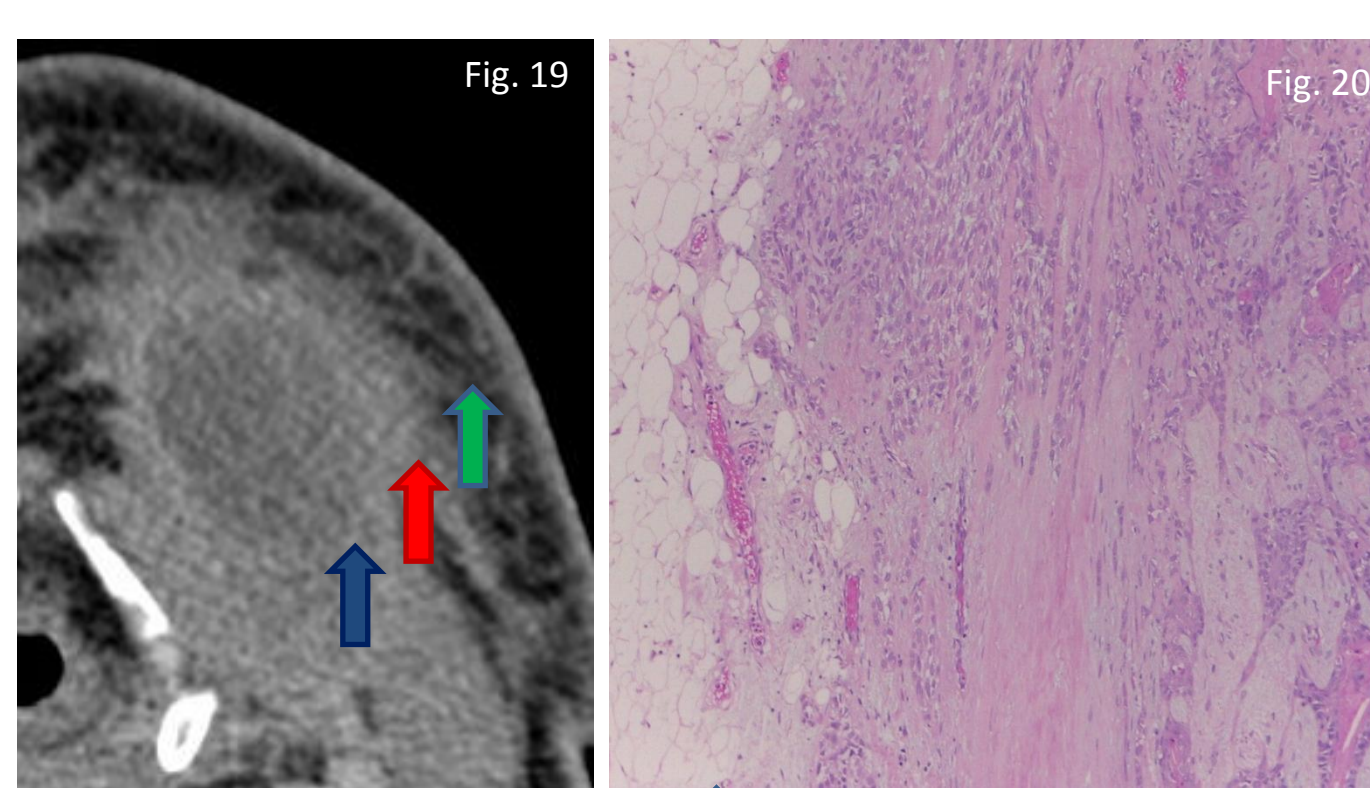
TC com contraste, carcinoma ex-adenoma pleomórfico da submandibular esquerda com invasão do platisma e da hipoderme. Fig. 20: HE 10x do mesmo doente da Fig. 19, carcinoma ex-adenoma pleomórfico (seta azul) invade a cápsula (seta vermelha) e a hipoderme (seta verde).
